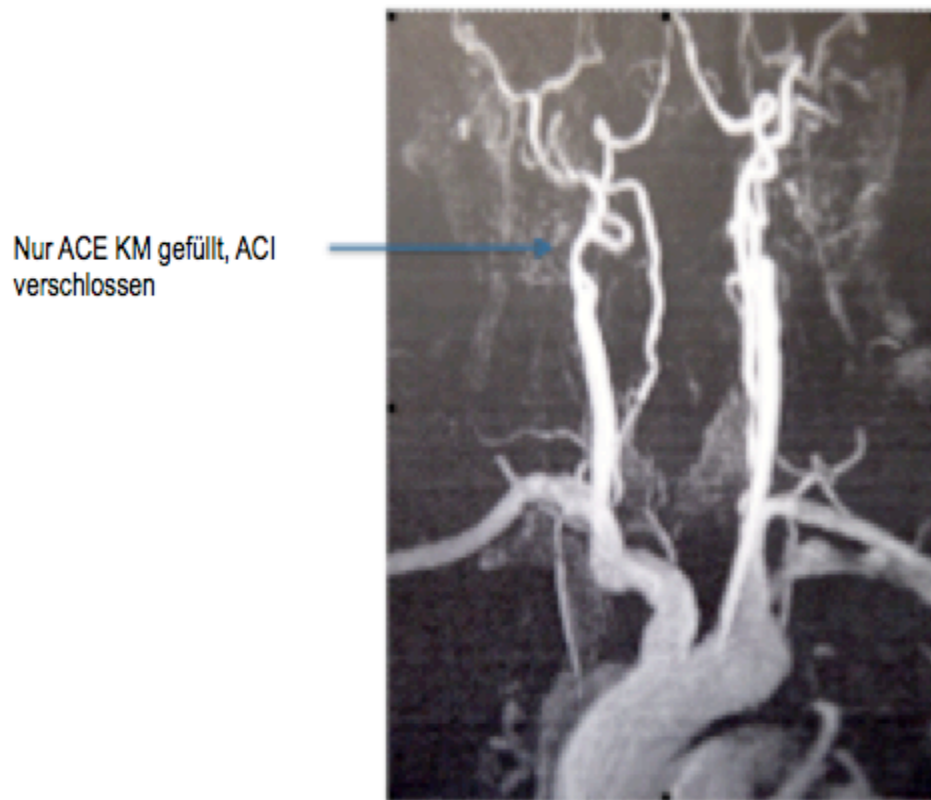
Präoperative MRT mit Verschluss der ACI rechtsseitig
